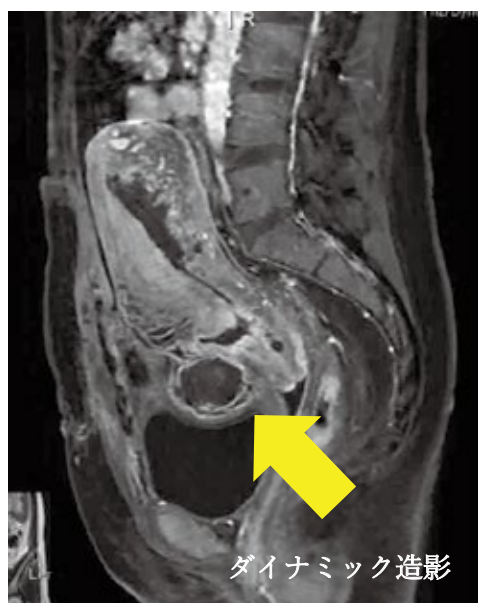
症例2の骨盤部造影MRI検査 ダイナミック造影：矢状断（左）/造影前T2強調像：冠状断（右）
